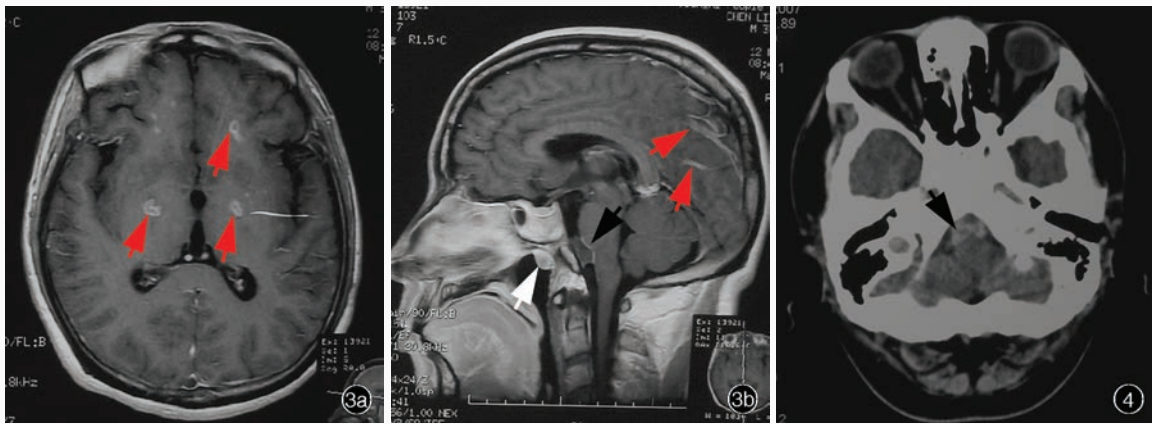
2007 年 3 月头部 MRI 增强扫描显示, 双侧大脑半球皮质下及基底节区多发环状强化, 脑沟内点状或线样异常强化(红箭头所示), 桥前池病变较前缩小(黑箭头所示), 鼻咽部病变体积和信号强度无明显变化(白箭头所示) 3a 横断面 T₁WI 3b 矢状位 T₁WI 图 4 2007 年 6 月头部 CT 检查显示, 桥前池病变呈高密度(箭头所示) 图 5 光学显微镜观察所见 HE 染色 5a 囊内内容为无定形的嗜伊红物质 ×100 5b 囊壁表层可见假复层纤毛柱状上皮, 囊壁中淋巴细胞和浆细胞浸润 ×200 5c 囊壁表层可见假复层纤毛柱状上皮, 囊壁中淋巴细胞和浆细胞浸润 ×400 5d 囊壁可见纤维母细胞增生和小血管增生 ×400
